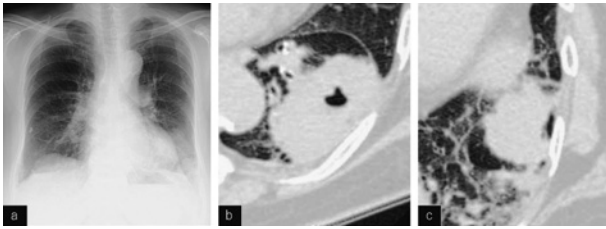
Chest X-ray (a) and chest CT pictures. Note the tumors in S⁹ (b) and S⁸ (c).
